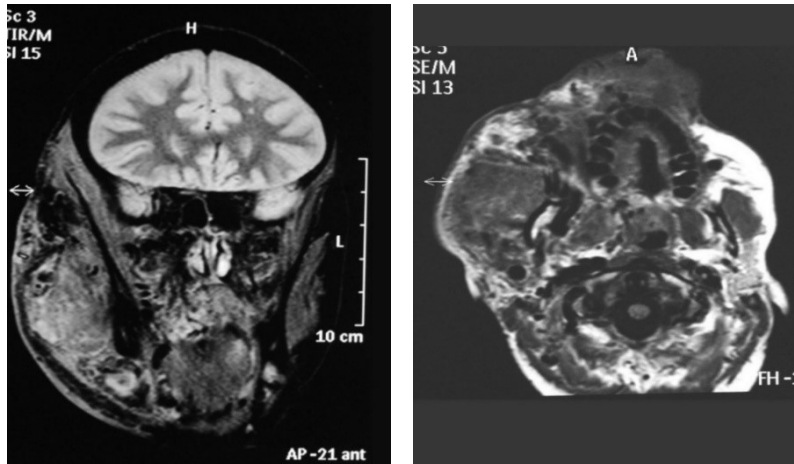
Wyburn-Mason-Syndrom; MRT vom 06.2009 (jüngerer Patient)
